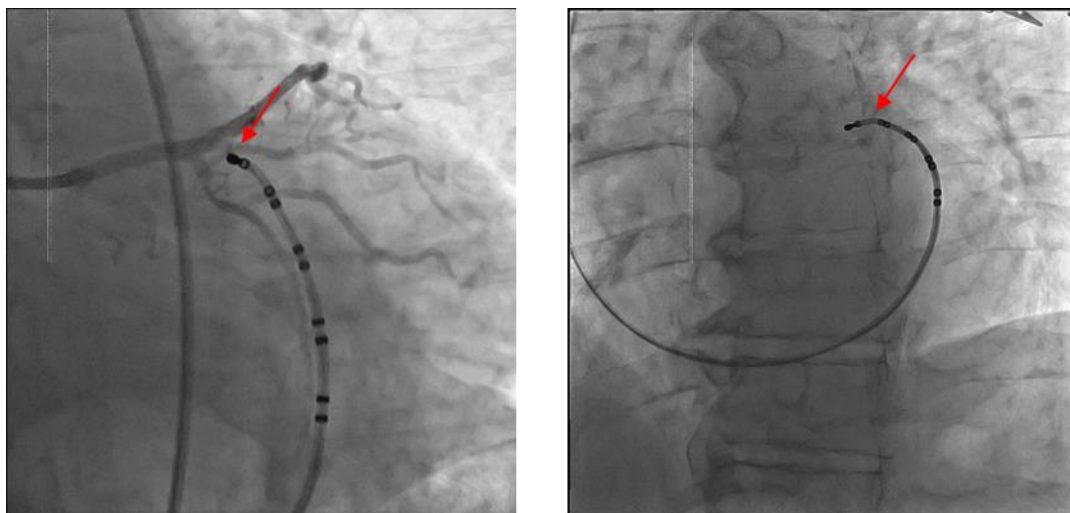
Оптимальное позиционирование внутрисердечного электрода при проведении рентгеноскопии и коронароангиографии.
